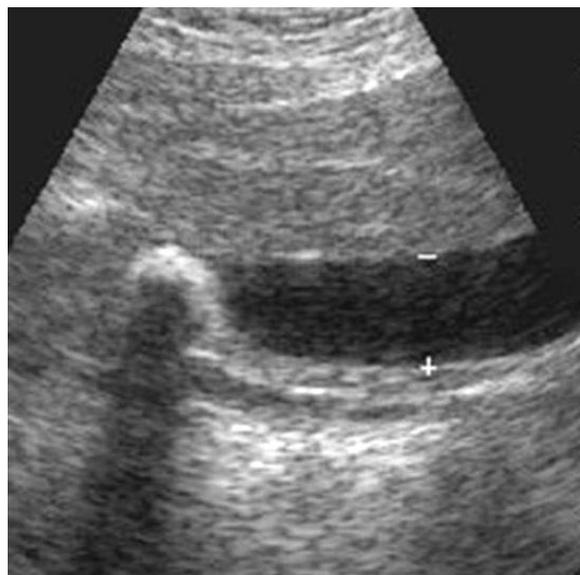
Трансабдоминальное УЗИ, холедохолитиаз.
